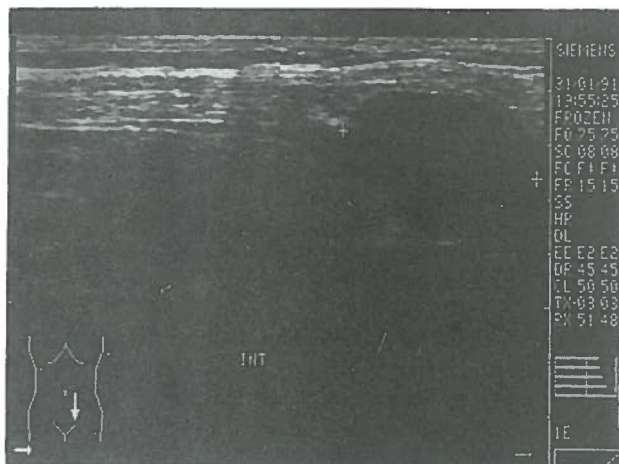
A ecografia com técnica compressiva mostrou com facilidade uma massa sólida mais ou menos arredondada no quadrante inferior esquerdo do abdómen.
